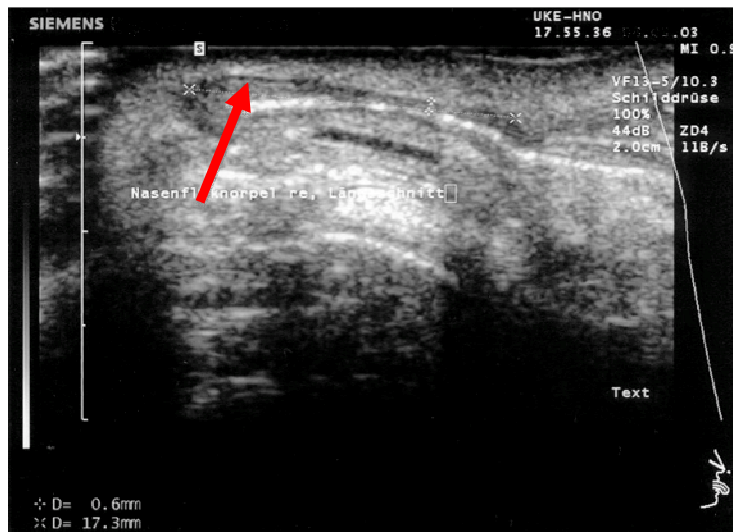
Sonographie der Nasenflanke, Pfeil: lateraler Flügelknorpel
